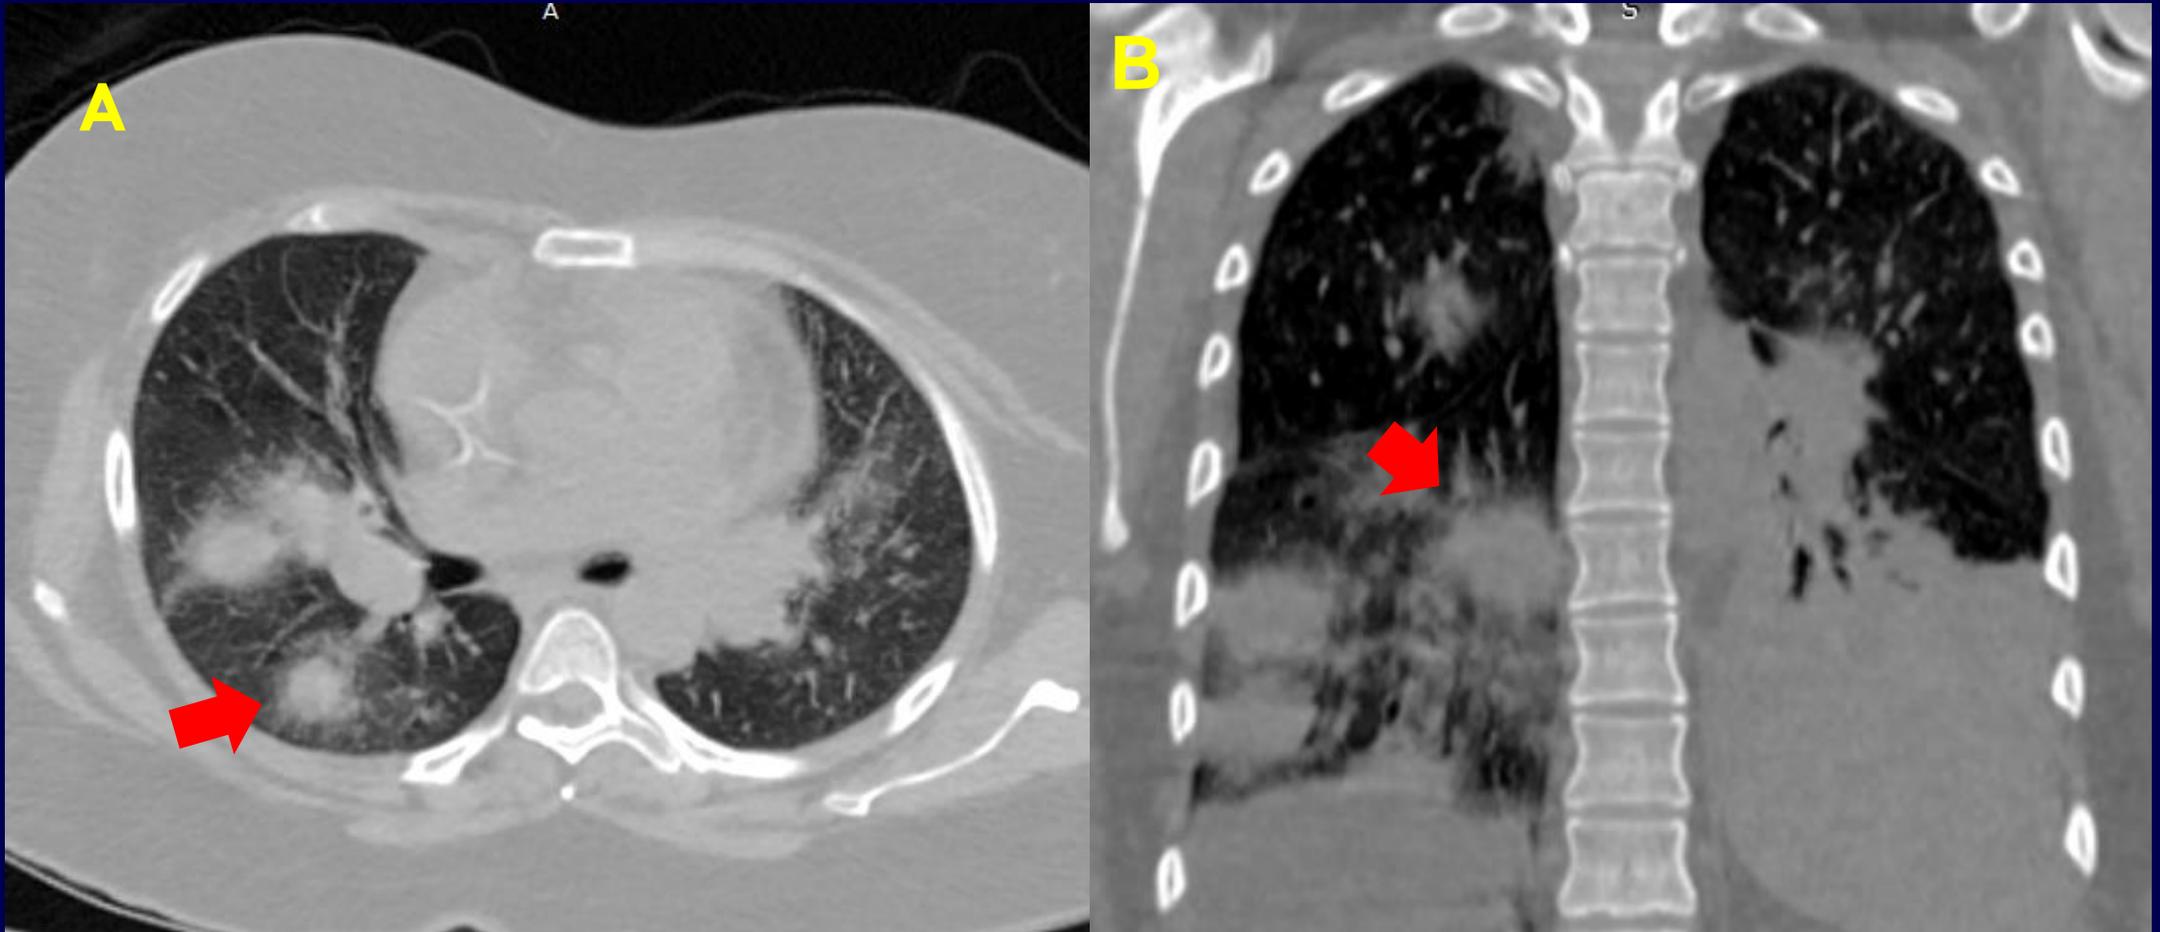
TC de tórax sin contraste. A) corte axial . B) corte coronal. Paciente femenina de 37 años edad, con antecedente de linfoma de células B – HIV. Acudió a urgencias por tos, disnea progresiva, fiebre y hemoptisis. Se observan múltiples consolidaciones nodulares, rodeados por tenues opacidades en vidrio esmerilado en ambos parénquimas pulmonares, de predominio postero-basal. Las lesiones nodulares se corresponden a áreas de infarto, y pueden estar asociadas a un halo periférico de vidrio esmerilado en representación a hemorragia pulmonar (signo del halo).
